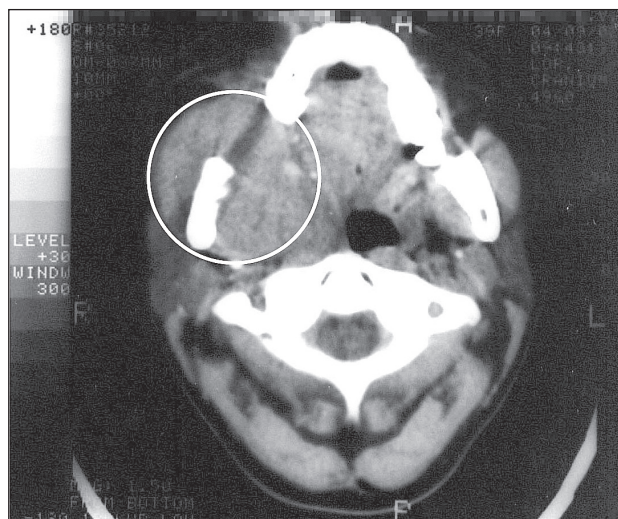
СКТ. Объемное образование, поражающее альвеолярный отросток правой верхней челюсти с распространением в крыловидную и парафарингеальную область справа, просвет ротоглотки деформирован
